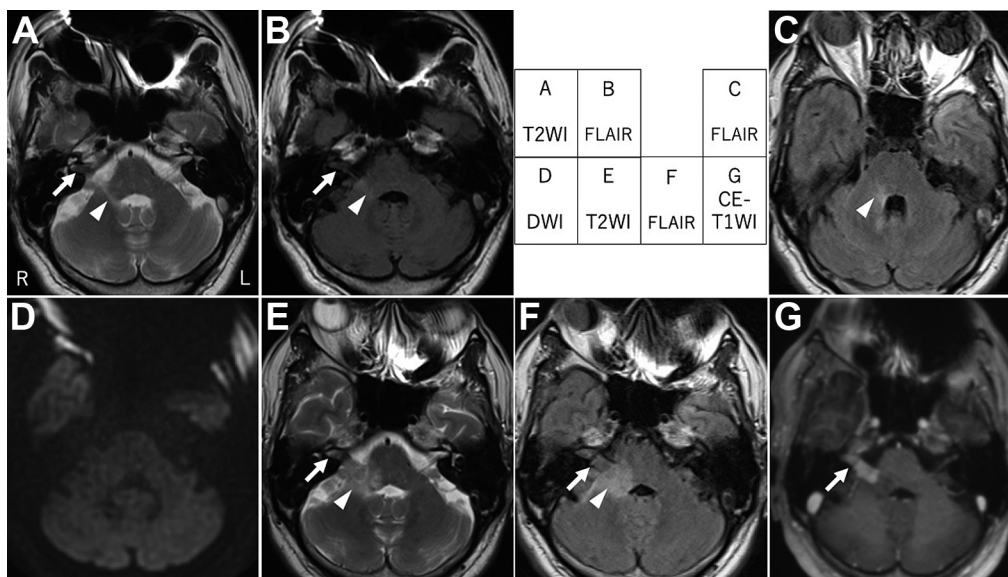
Brain MRI performed three months after onset (A, B) and at admission (C–G).
